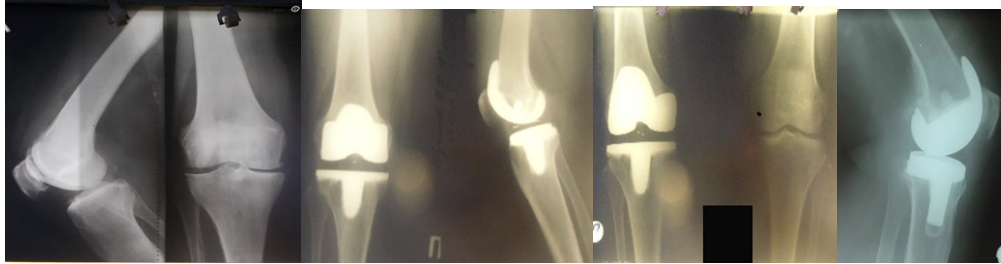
Рентгенография в периоперационном периоде в 2 – х проекциях
